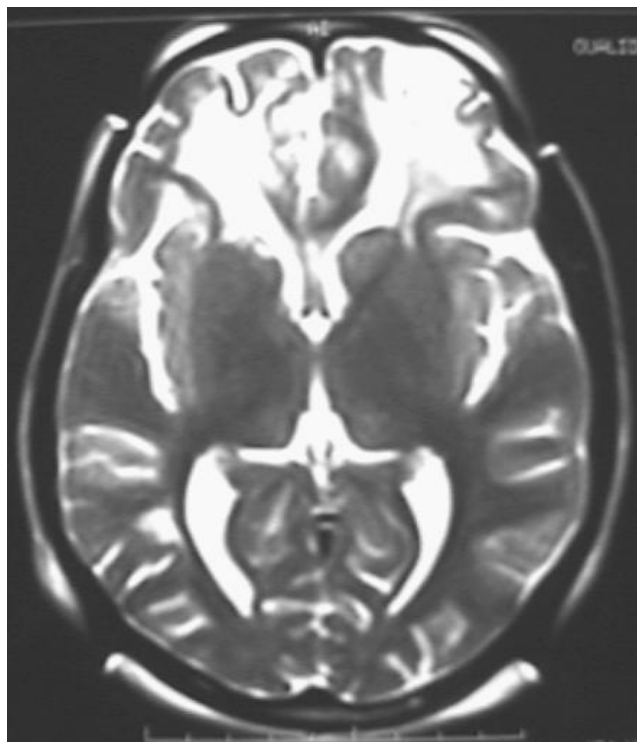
Figure 26IRM cérébrale en T2 axiale
